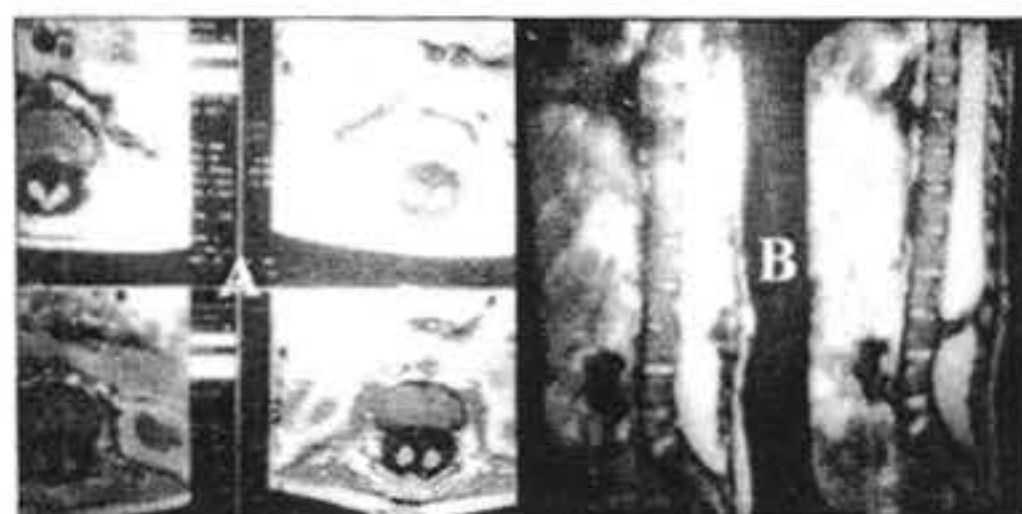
Resonancia magnética lumbar donde se observa (A) la separación en dos hemimédulas con tabique óseo interpuesto. En (B) el corte sagital permite observar la unión ósea del tabique en la cara posterior del soma 1.3 y llega a la lámina.
